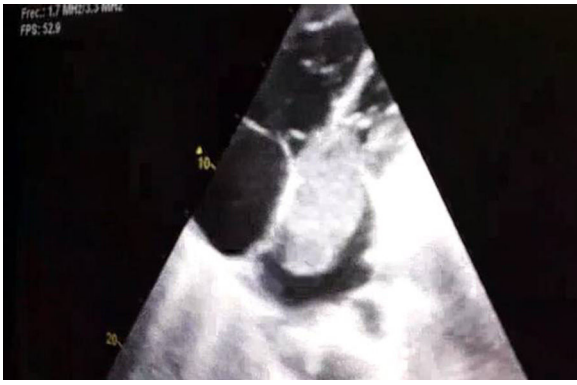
Ecocardiografía donde se objetiva una masa de gran tamaño en aurícula izquierda (6,3 × 3,2 cm) que protruye en diástole hacia el ventrículo izquierdo.
